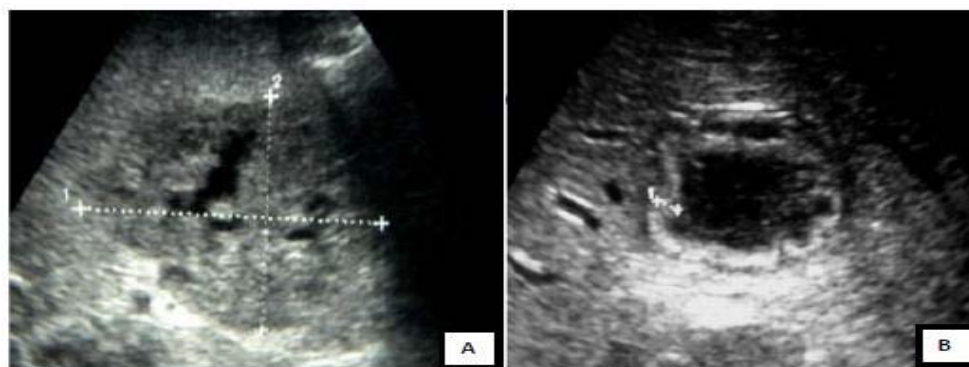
Image échographique en phase pré suppurative (A) et en phase suppurative (B) [7]
